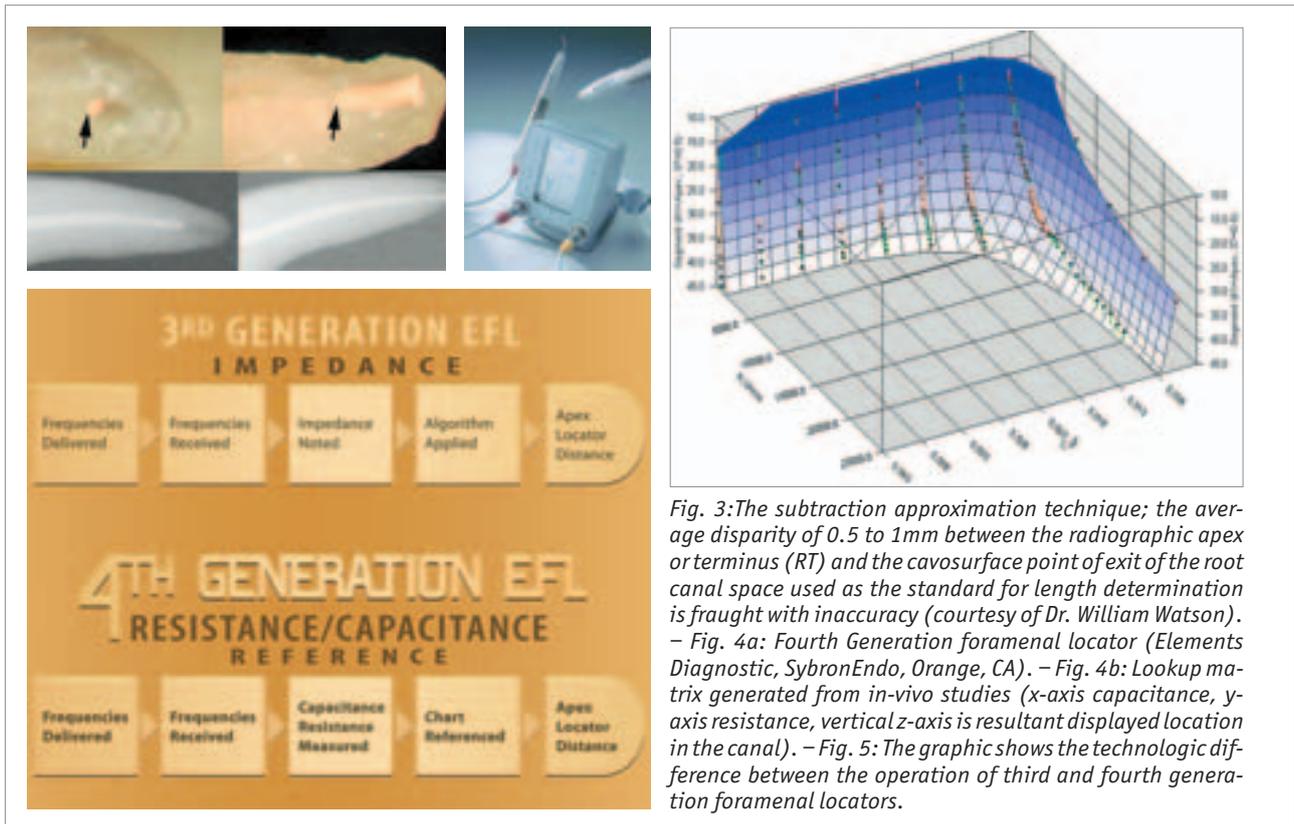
The subtraction approximation technique; the average disparity of 0.5 to 1mm between the radiographic apex or terminus (RT) and the cavosurface point of exit of the root canal space used as the standard for length determination is fraught with inaccuracy (courtesy of Dr. William Watson). – Fig. 4a: Fourth Generation foramenal locator (Elements Diagnostic, SybronEndo, Orange, CA). – Fig. 4b: Lookup matrix generated from in-vivo studies (x-axis capacitance, y-axis resistance, vertical z-axis is resultant displayed location in the canal). – Fig. 5: The graphic shows the technologic difference between the operation of third and fourth generation foramenal locators.
